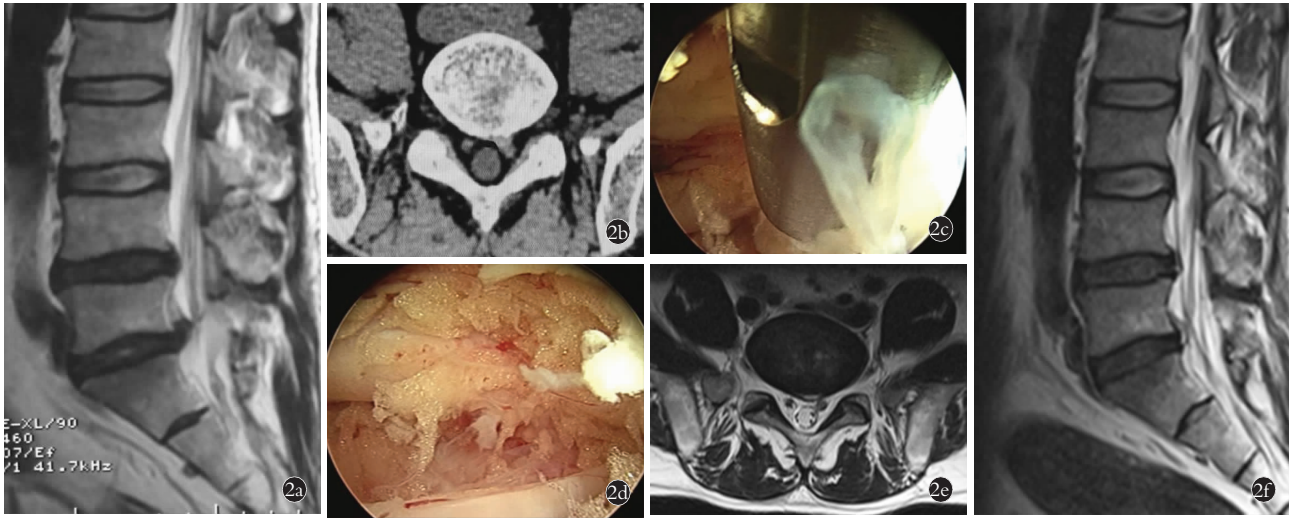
患者,男,44 岁,左下肢疼痛麻木 4 个月,加重 1 周,术前左下肢 VAS 评分 7 分, L<sub>5</sub>S<sub>1</sub> 左侧微小椎间盘突出 2a,2b. 术前 MRI 2c,2d. PEID 术中见游离髓核位于神经根腋下 2e,2f. 术后 3 个月 MRI 复查
